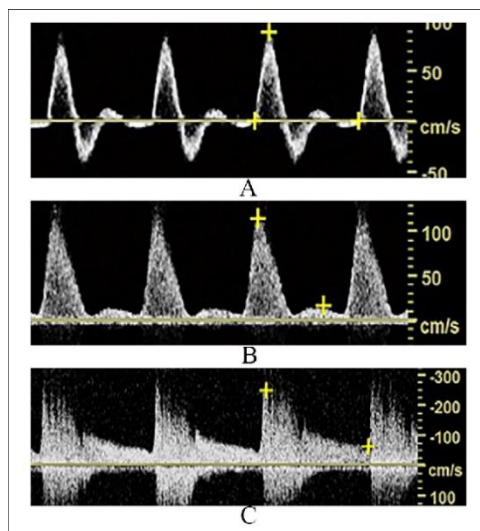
Ndikimi i rrjedhjes në kurbën spektrale Doppler te stenoza dhe rreth saj:
